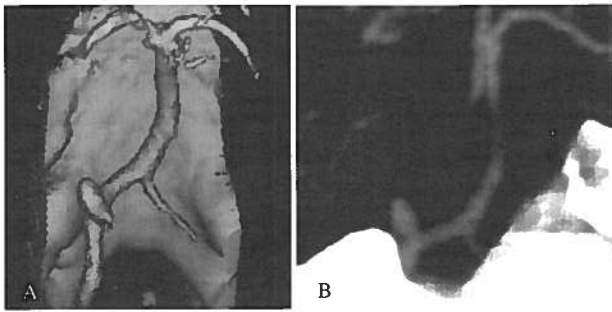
Angio-TC evidenciando aneurisma da P.I.C.A., reconstruções SSD (A) e MIP(B).
